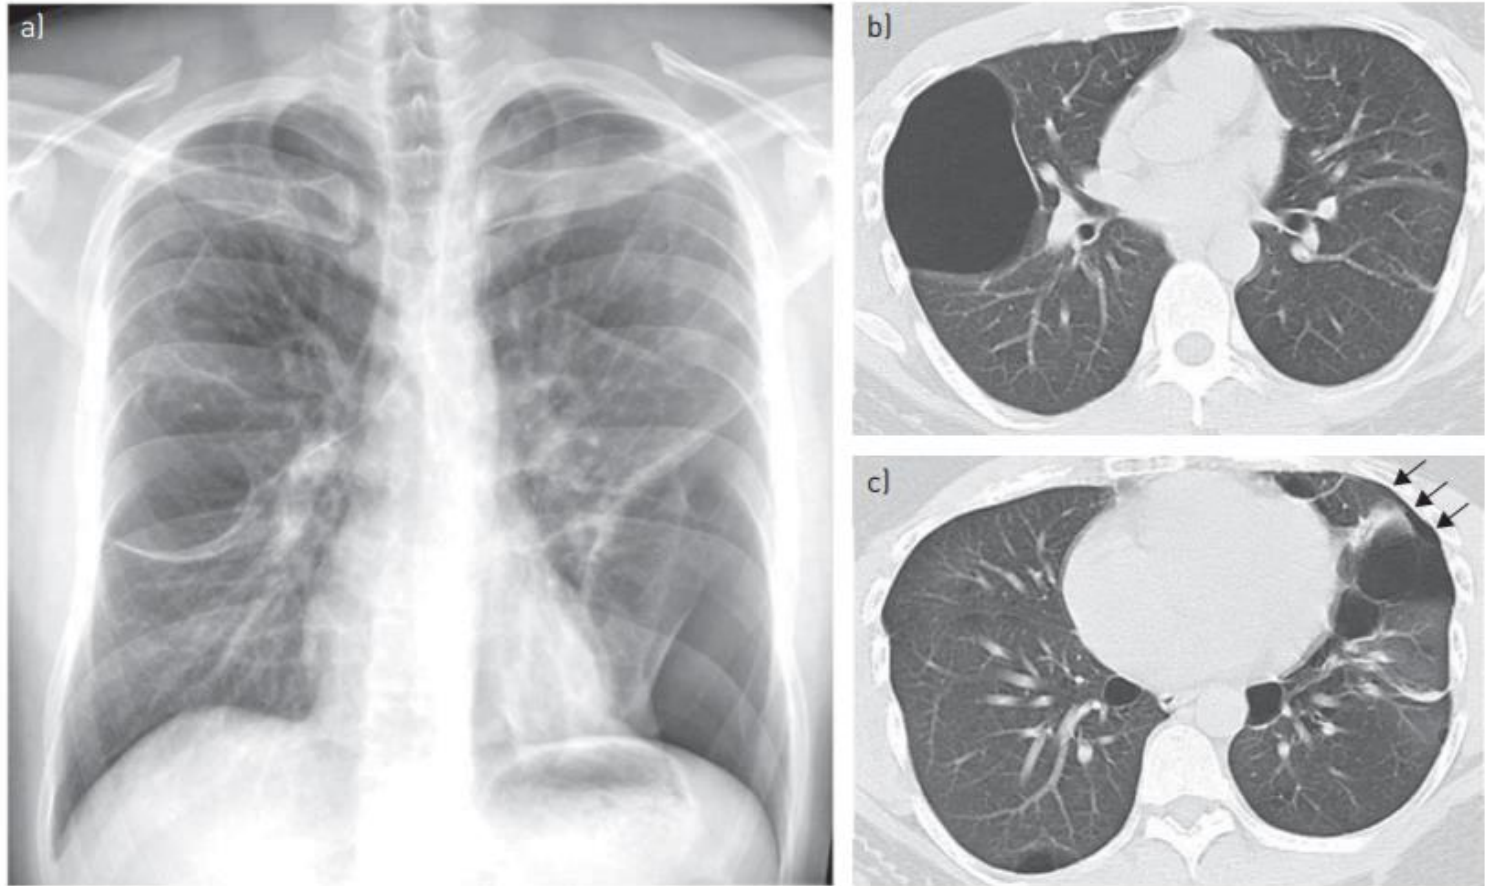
A 33-year-old man with folliculin gene-associated syndrome (Birt-Hogg-Dubé syndrome). a) A chest radiograph shows bilateral bullous formation with left basal pneumothorax. b, c) High-resolution computed tomography performed 1 week later demonstrates thin-walled cysts of varying sizes in both lungs, some with a lentiform shape, with characteristic lower lung zone distribution. A small residual left pneumothorax (arrows) is also present.
